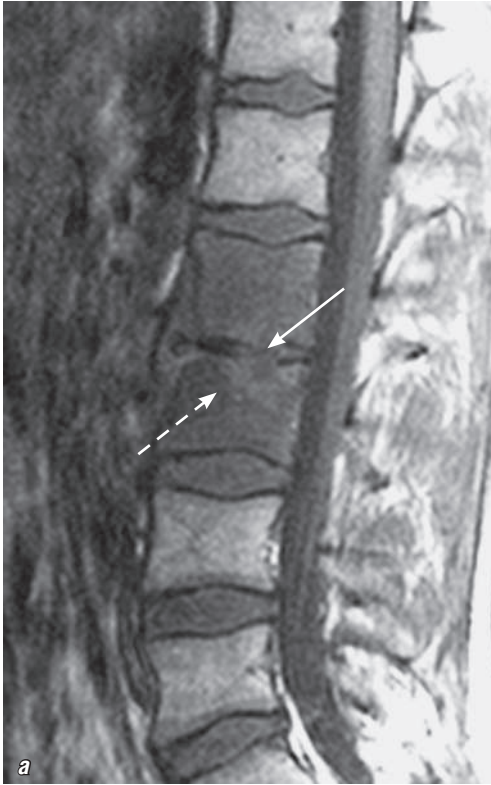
Магнитно-резонансные томограммы поясничного отдела позвоночника: *а* — T1-ВИ, сагиттальная плоскость; *б* — T2-ВИ, сагиттальная плоскость; *в* — T2-ВИ, фронтальная плоскость. Отмечается высокий МР-сигнал на T2-ВИ от полости деструкции между телами L_I-L_{II} и диска между ними и низкий МР-сигнал, сливающийся с низким МР-сигналом на T1-ВИ от костного мозга тел разрушенных позвонков (сплошные стрелки). Польш деструкции сообщается с паравертебральным абсцессом (пунктирная стрелка)
